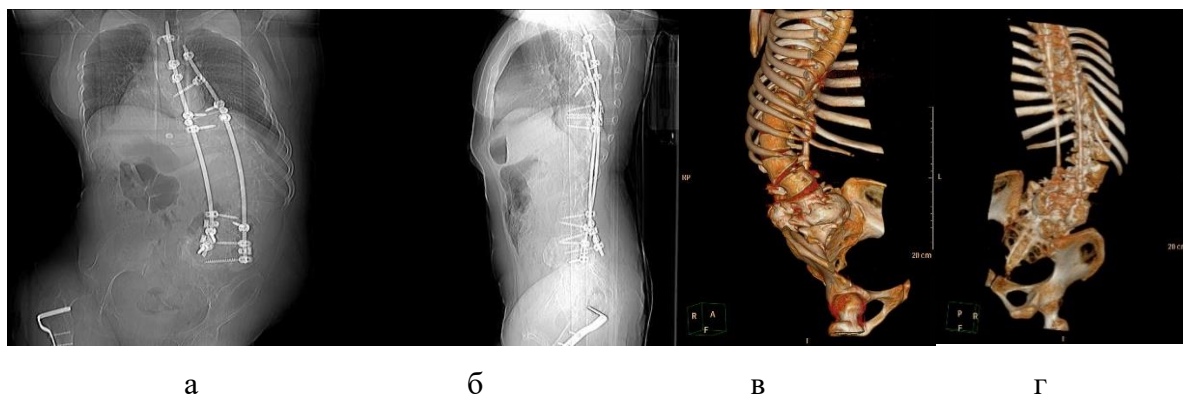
Пациентка Т.: а, б – рентгенограммы в прямой и боковой проекциях на сроке 2 года после операции (коррекция сохраняется, точки опоры стабильны); в, г – МСКТ позвоночника на сроке 2 года после операции
